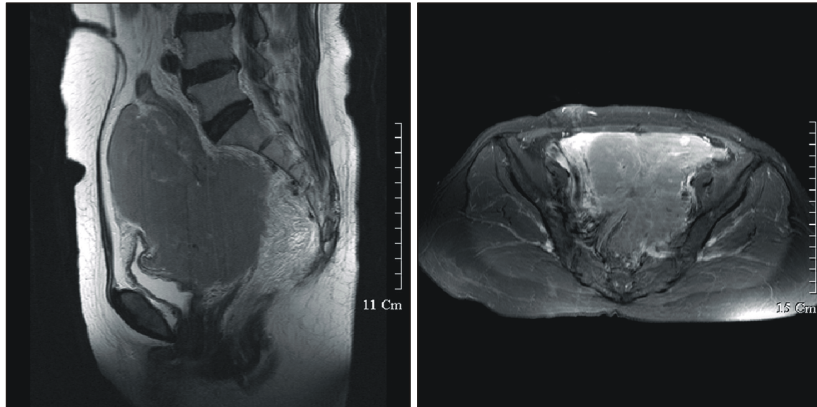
Huge lobulated mass lesion is measured 11×12×11 cm size in left pelvis. Majority of mass is well-enhanced solid component visible as isointensity on T1WI, high intensity on T2WI (MRI).
